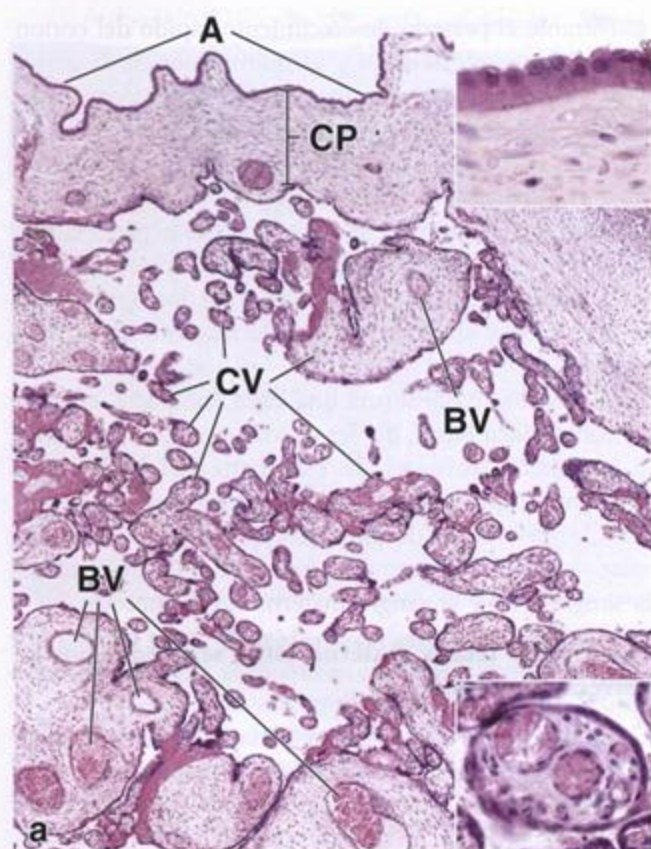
Microfotografías de una placenta humana. a. En este corte teñido con H-E aparecen la superficie amniótica (A), la placa coriónica (CP) y, por debajo, las siluetas de tamaños diversos de las vellosidades coriónicas (CV). Estas vellosidades surgen de la placa coriónica en la forma de troncos vellosos grandes que se ramifican en vellosidades cada vez más pequeñas. En las vellosidades más grandes son visibles los vasos sanguíneos (BV). Las vellosidades más pequeñas de todas contienen capilares en los que ocurre el intercambio de sustancias. 60 x. Detalle superior. Con este aumento mayor se ven el epitelio simple cúbico del amnios y el tejido conjuntivo subyacente. 200 x. Detalle inferior. En este aumento mayor se ven un corte transversal de una vellosidad que tiene varios vasos sanguíneos grandes y una capa delgada de sincitiotrofoblasto superficial. 200 x. b. En este corte teñido con H-E se muestra el lado materno de la placenta. La capa basal (SB), la parte del endometrio a la que están fijadas o "ancladas" algunas de las vellosidades coriónicas (CV), aparece en la parte inferior de la microfotografía. También se ve el componente de la estroma de tejido conjuntivo (CT), parte de la capa basal, al que además se unen muchas de las vellosidades coriónicas. En la capa basal y la estroma de tejido conjuntivo hay cúmulos celulares, las células deciduales (flechas), que derivan de células conjuntivas. 60 x. Detalle. Células deciduales vistas con más aumento. 200 x.
